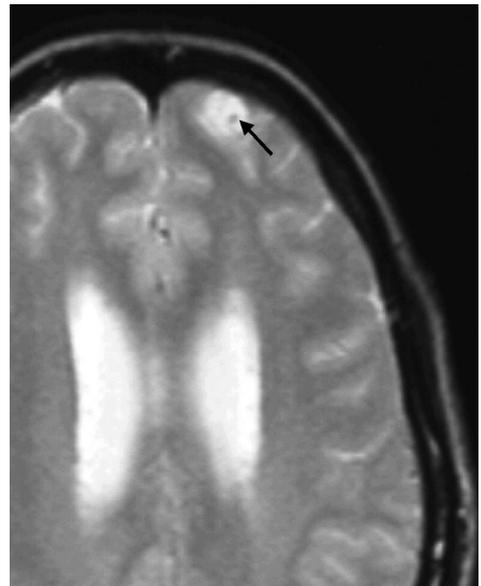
Estadio vesicular. RM axial potenciada en T2 en la que se visualiza un quiste de contenido hiperintenso que contiene el escólex (flecha).
